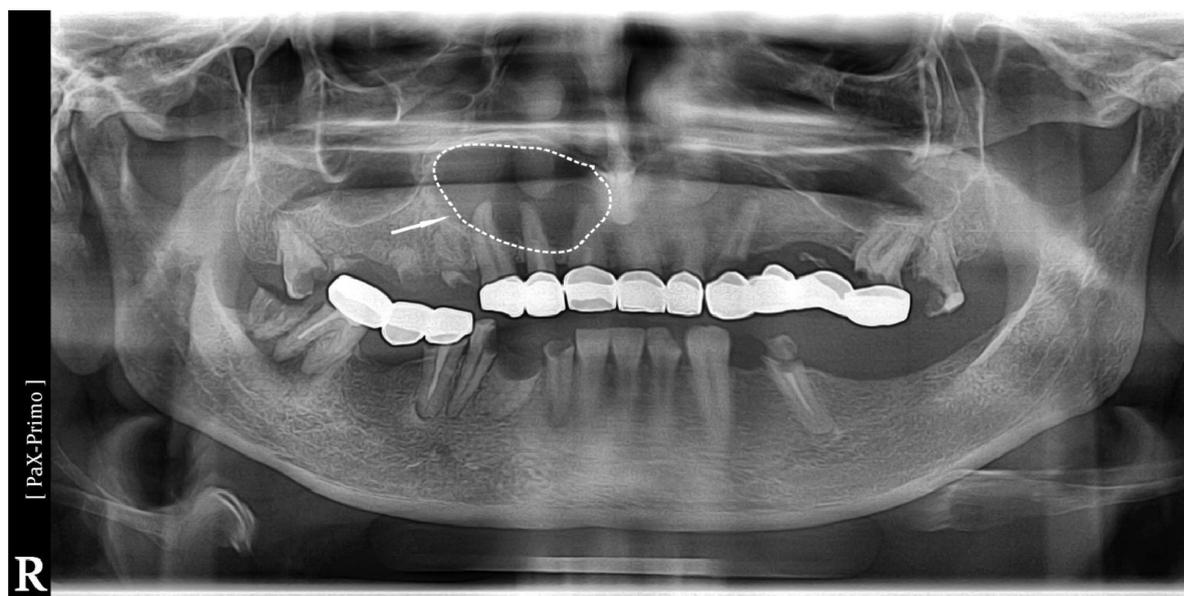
больная Гулова З., 38 лет. Ортопантомография до операции.
